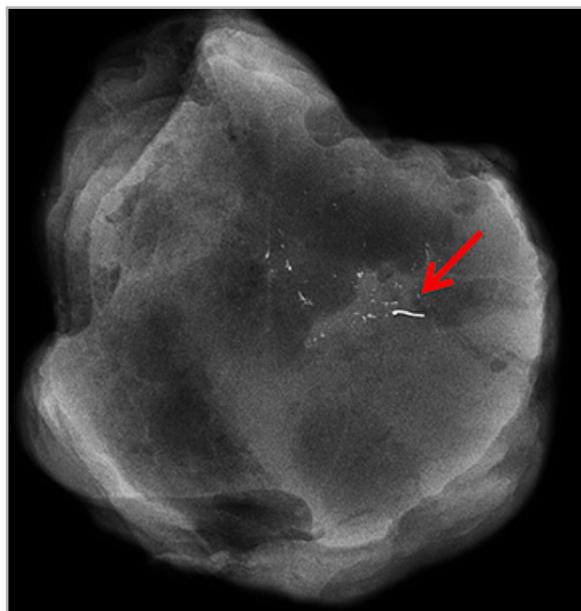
Интраоперационная рентгеновская секторография удаленного образца ткани у пациентки после проведенной неоадьювантной химиотерапии: в проекции скопления плеоморфных кальцинатов визуализируется рентгеноконтрастная метка, установленная до начала лечения (красная стрелка)
